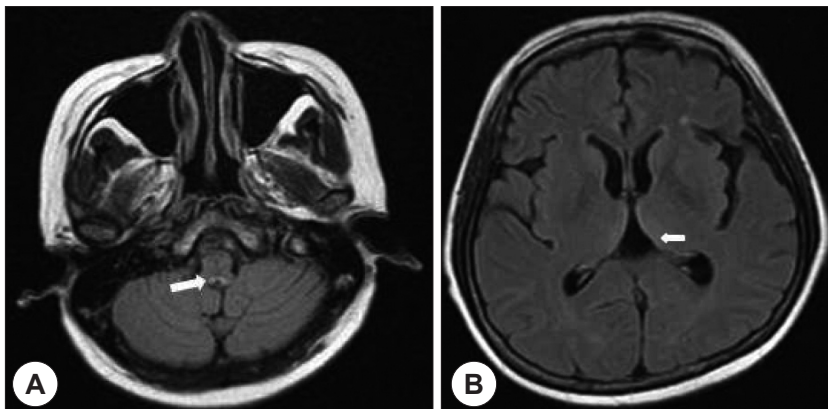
Brain MRI represents high signal intensity in periaqueductal gray matter (A), medial thalamus (B) on FLAIR image.
